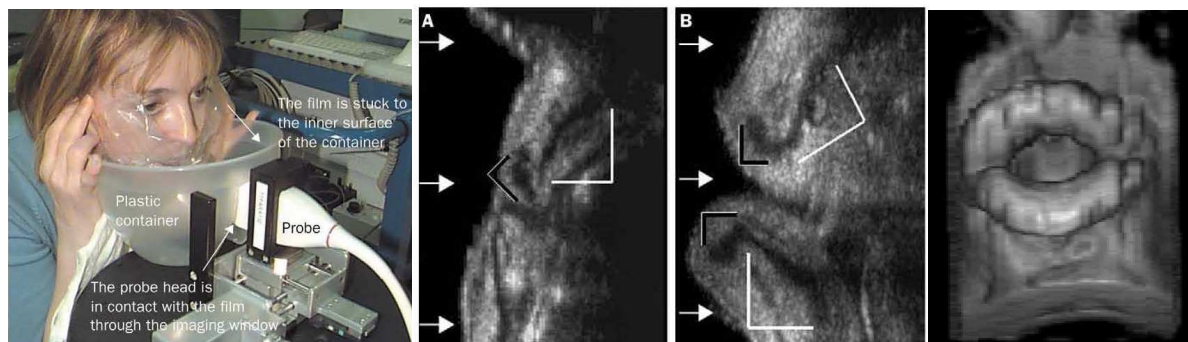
57: Prototype d'échographie sans contact utilisé par Deng et al. (à gauche), comparaison entre l'imagerie échographique avec contact de la sonde d'échographie (A) et sans contact (B) ( au centre), Aspect 3D du mouvement de la moue (à droite) (Deng et al.,2000)
